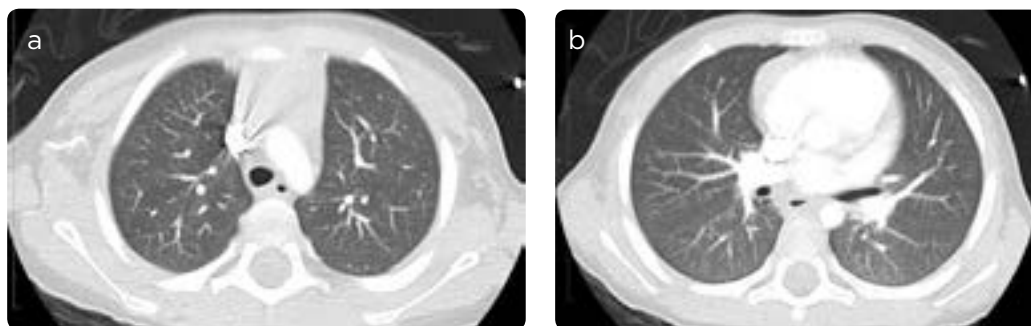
a y b) TAC de tórax con medio de contraste, paciente despierto. Se observa resolución de las consolidaciones y la recuperación del volumen del pulmón izquierdo.
